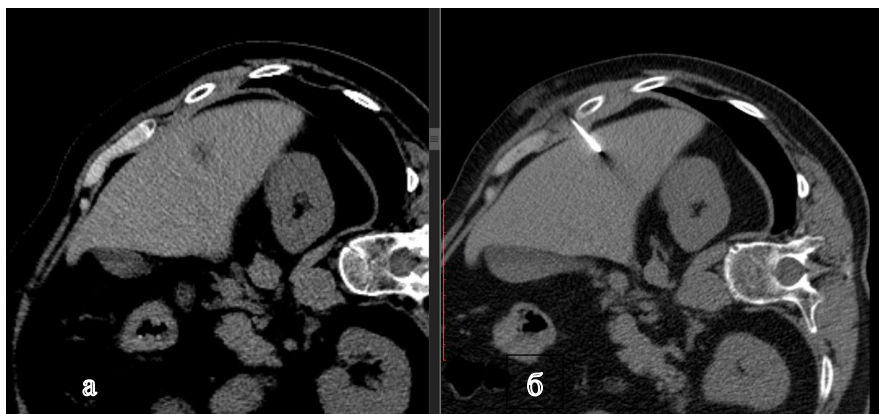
Биопсии новообразования печени под КТ контролем: а – предоперационное изображение, б – этап биопсии [оригинальный рисунок].
